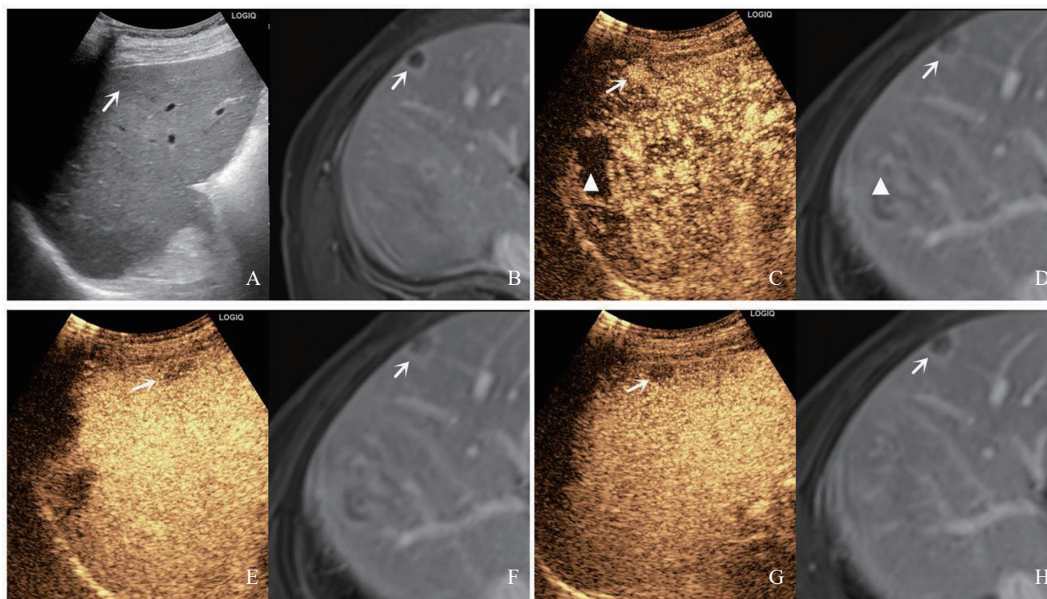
典型病例1(患者, 男性, 56岁, 胃癌肝转移消融后复发) 超声图像
